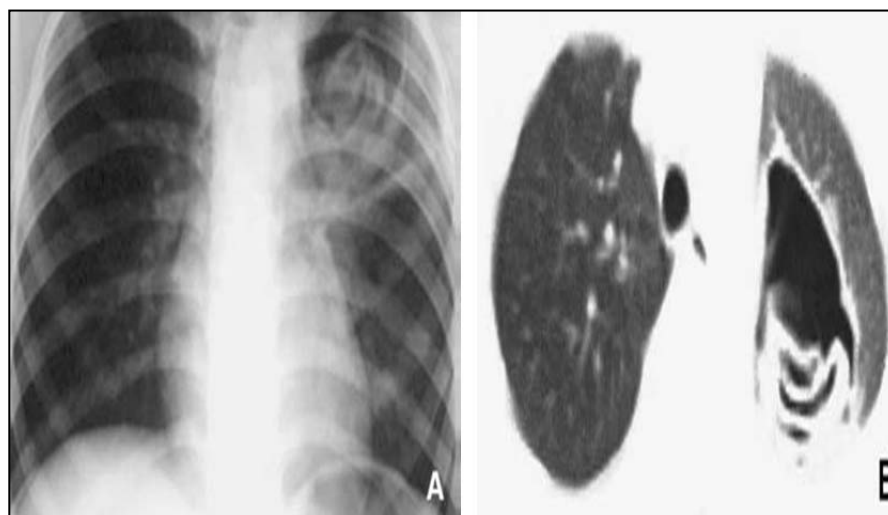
Radiographie thoracique de face (A) et tomographie thoracique (B) du même malade. Image de membrane pelotonnée au fond d'un kyste hydatique du culmen. [1]
